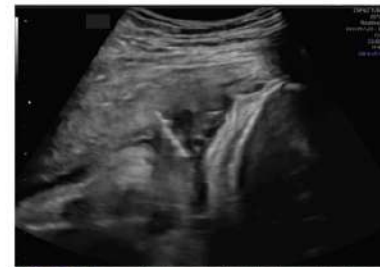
Ecografía transabdominal, en donde se observa aguja 22 G transabdominal en cordón umbilical para transfusión fetal.
